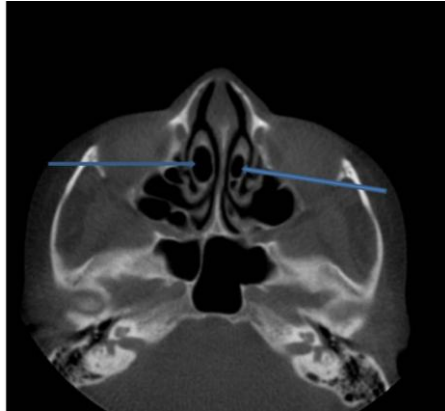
shows bilateral concha bullosa on axial CBCT.
